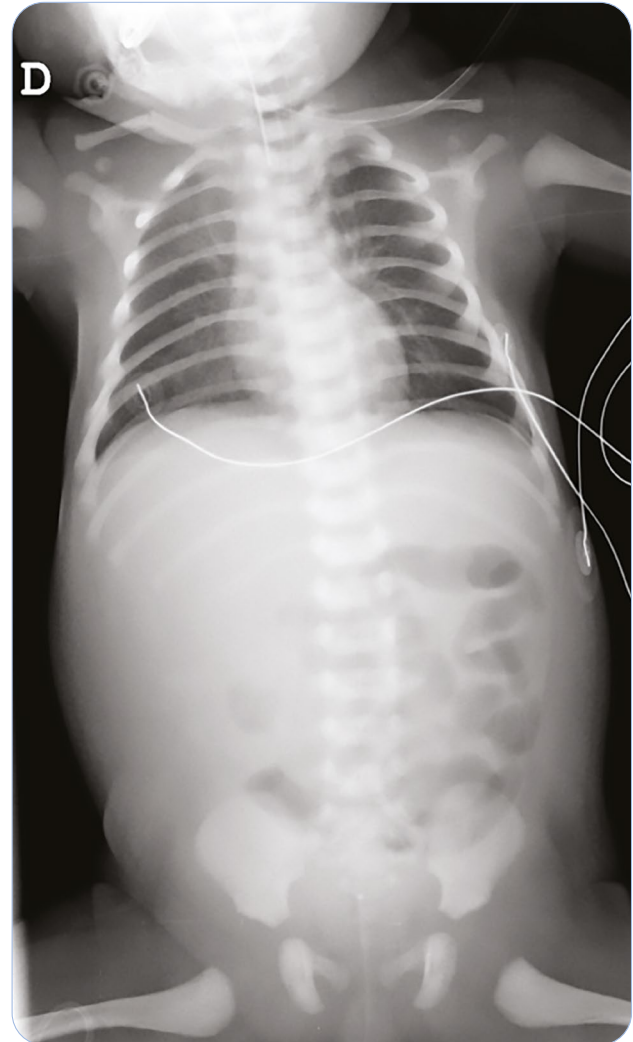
Radiografía anteroposterior en decúbito supino (tras la intervención quirúrgica). Resolución del neumoperitoneo con desaparición del signo del ligamento falciforme. Disminución significativa de la dilatación de las asas intestinales
